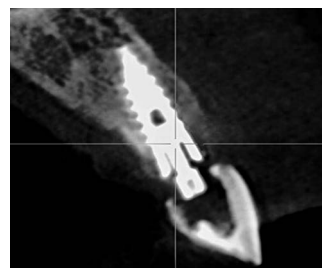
Corte sagital en tomografía después de los cuatro meses.
